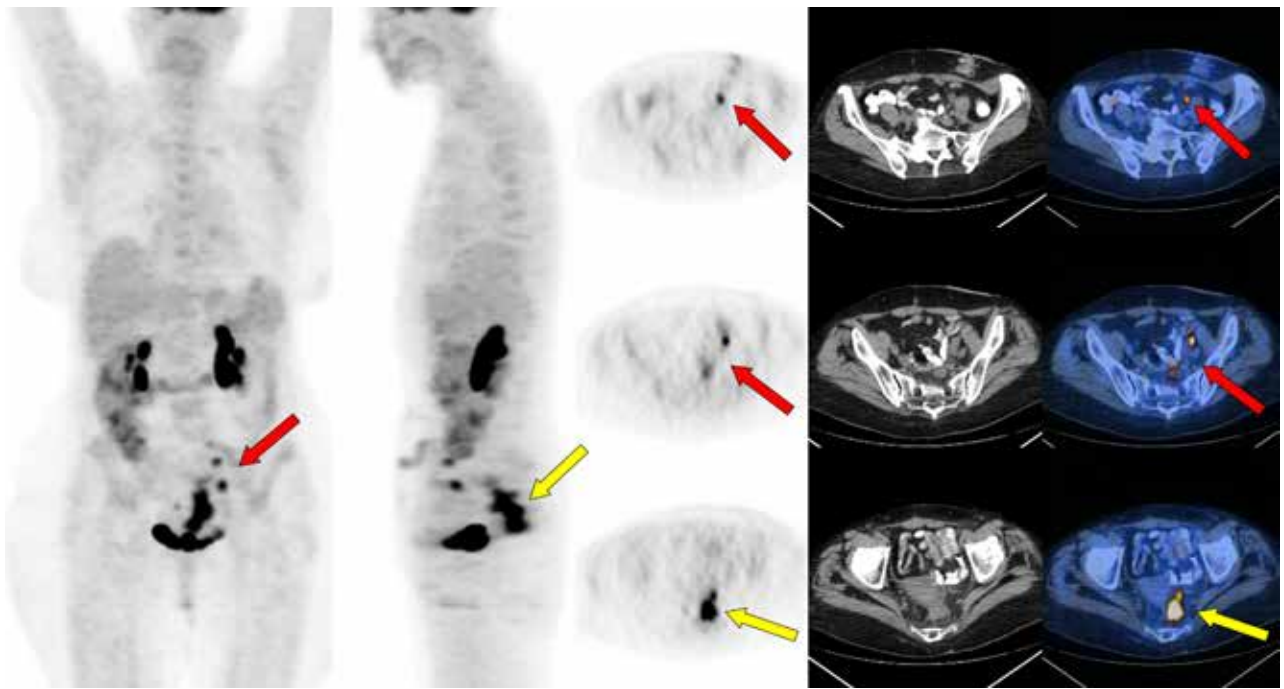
Mujer de 75 años con Adenocarcinoma de recto operado (2012) con quimioterapia adyuvante. En la Tomografía Computada se observan adenomegalias ilíacas y un tejido pre-sacro sospechoso (Fibrosis o recidiva?). El PET demuestra adenopatías secundarias, metabólicamente activas (flechas rojas) y recidiva presacra activa (flechas amarillas).
